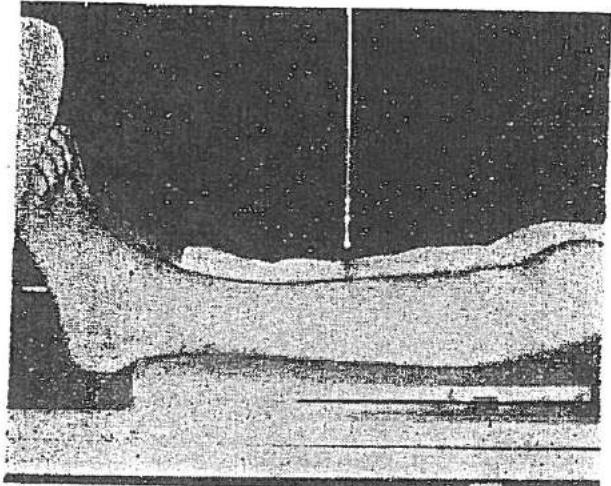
P* — *DD*; membrul inferior în extensie; vîrful piciorului din partea de radiografiat ușor rotit înăuntru.
